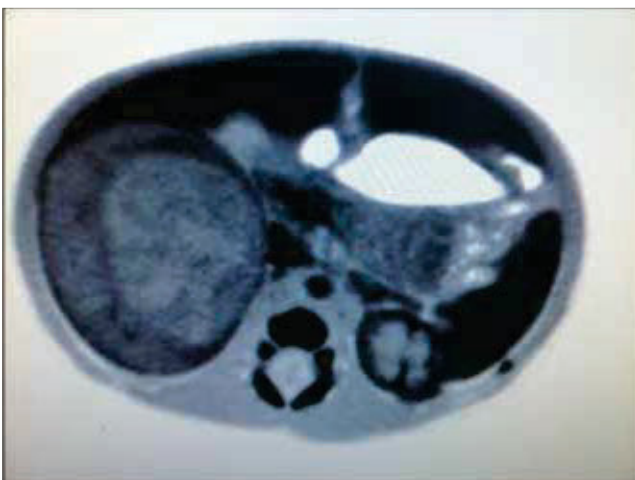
Resonancia magnética nuclear, que muestra masa renal derecha.
